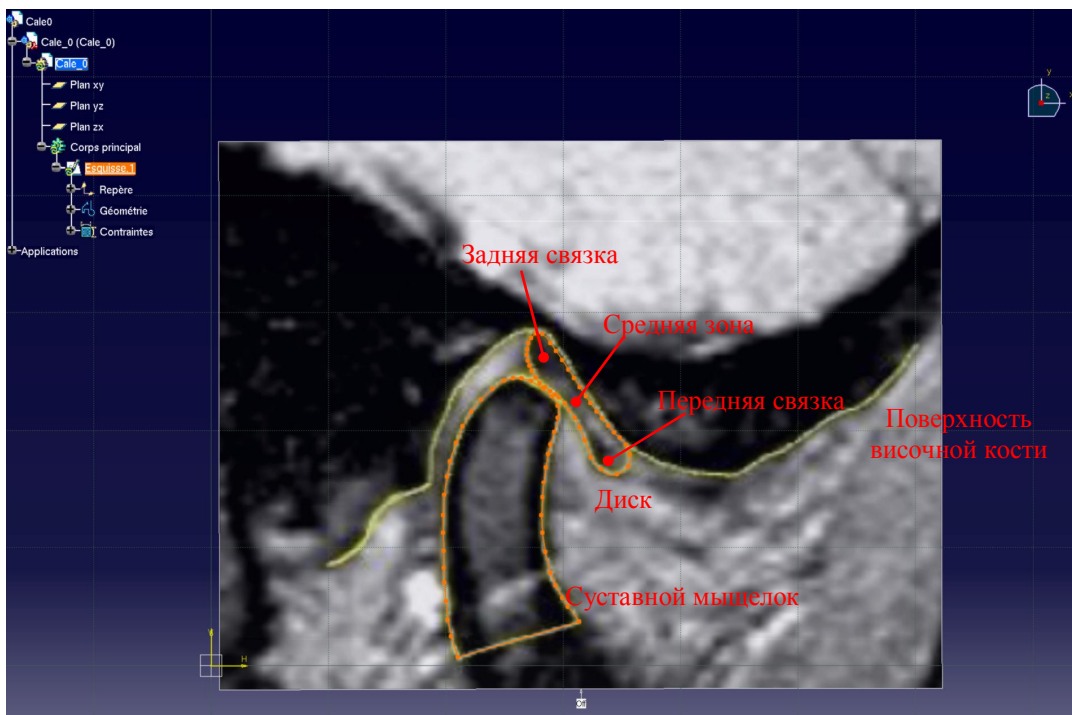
МРТ-срез, импортированный в *CATIA*, и реконструирование геометрии
